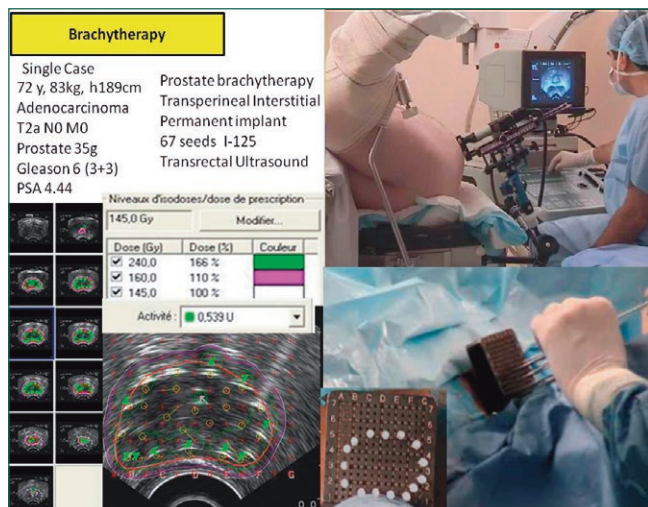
Técnica de implantes de semillas de Iodo 125 guiada por ultrasonido para el tratamiento de un adenocarcinoma de próstata de bajo riesgo.
